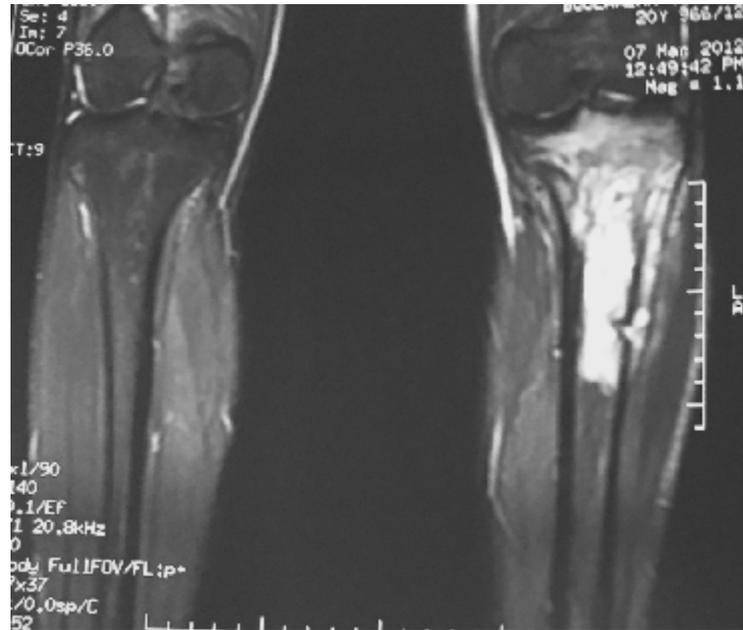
IRM du patient.
